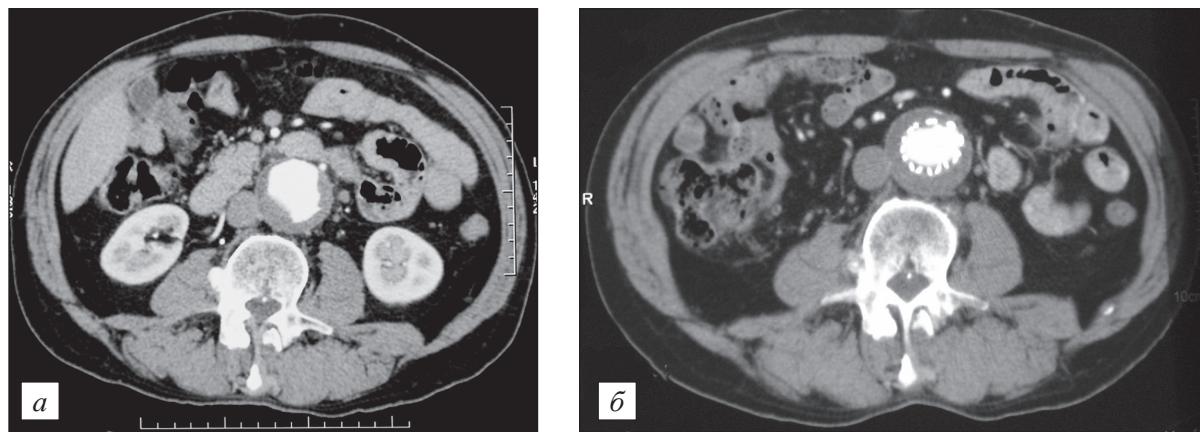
Данные мультиспиральной компьютерной томографии больного К., 69 лет.
